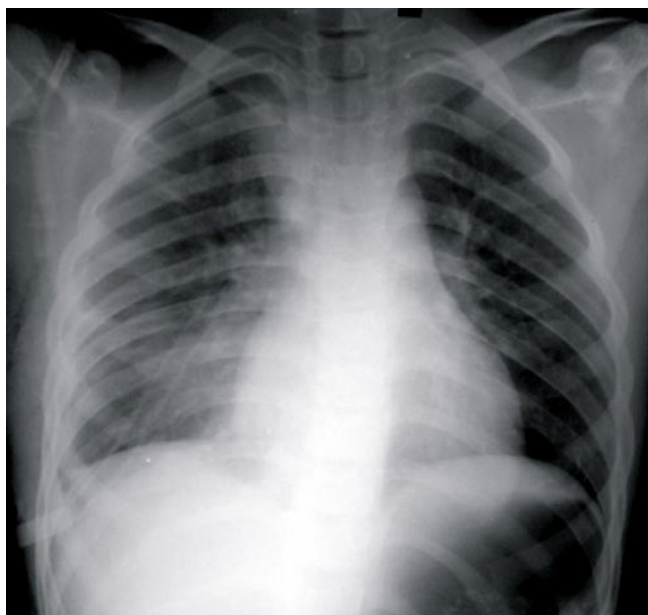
Рентгенограмма в прямой проекции после операции
